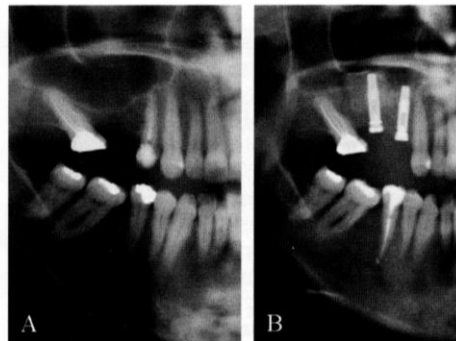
Panoramic X-ray: successful graft with blocks. A) Before surgery. B) At 5 years after surgery.
